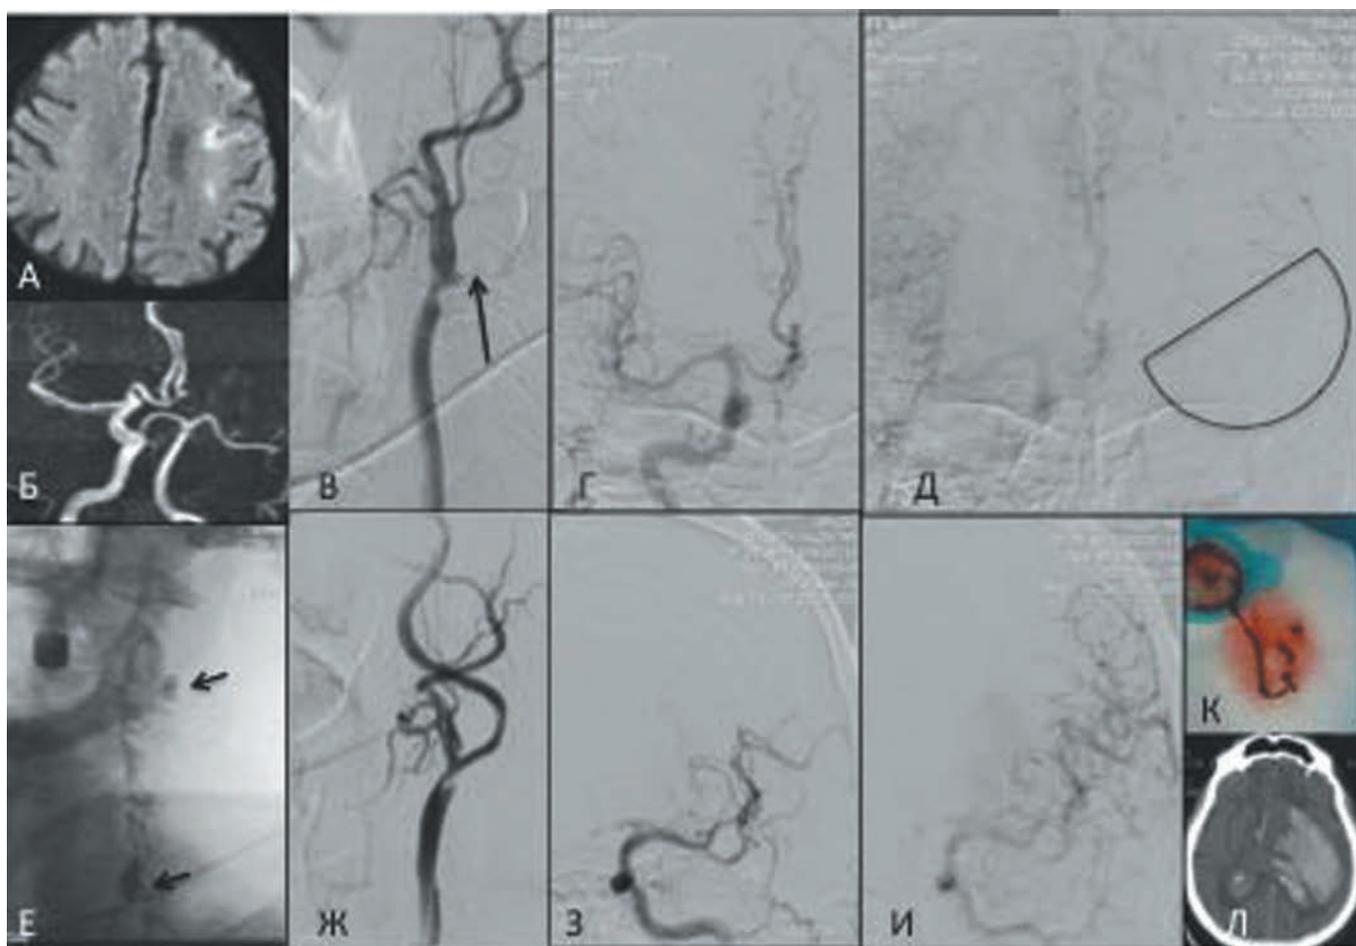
Снимки пациента Ч. с ишемическим инсультом в бассейне левой СМА. А — МР-томограмма (режим DWI) при поступлении; Б — МР-ангиограмма при поступлении — окклюзия ВСА слева; В — ангиограмма левой общей сонной артерии — окклюзия ВСА от устья (черная стрелка); Г — церебральная ангиограмма правой СМА (артериальная фаза); Д — церебральная ангиограмма правой СМА (поздняя артериальная фаза). Кортикальный коллатеральный кровоток к зоне ишемии второго типа по шкале ASINR/SIR (зона ишемии обведена полукругом); Е — окклюзионные баллоны системы MoMa (стрелки); Ж — восстановление кровотока по ВСА после выполнения стентирования; З, И — восстановление кровотока по СМА (ранняя и поздняя артериальные фазы); К — тромб, удаленный при аспирации после выполнения стентирования; Л — РК-томограмма после кровоизлияния — паренхиматозная гематома второго типа.
